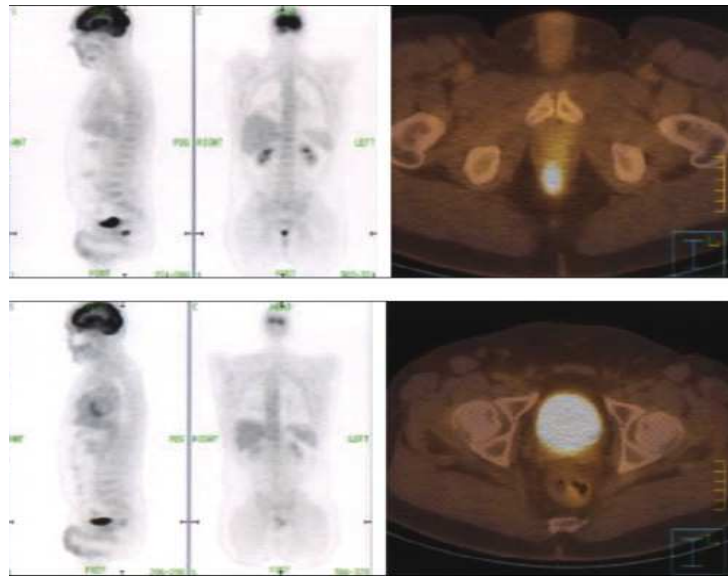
Tumeur stromale rectale A) Stadiation par TEP/TDM au FDG d'une tumeur stromale rectale. B) Réponse métabolique complète au traitement par le Glivec®; l'activité n'est plus visible que dans la vessie [36].
